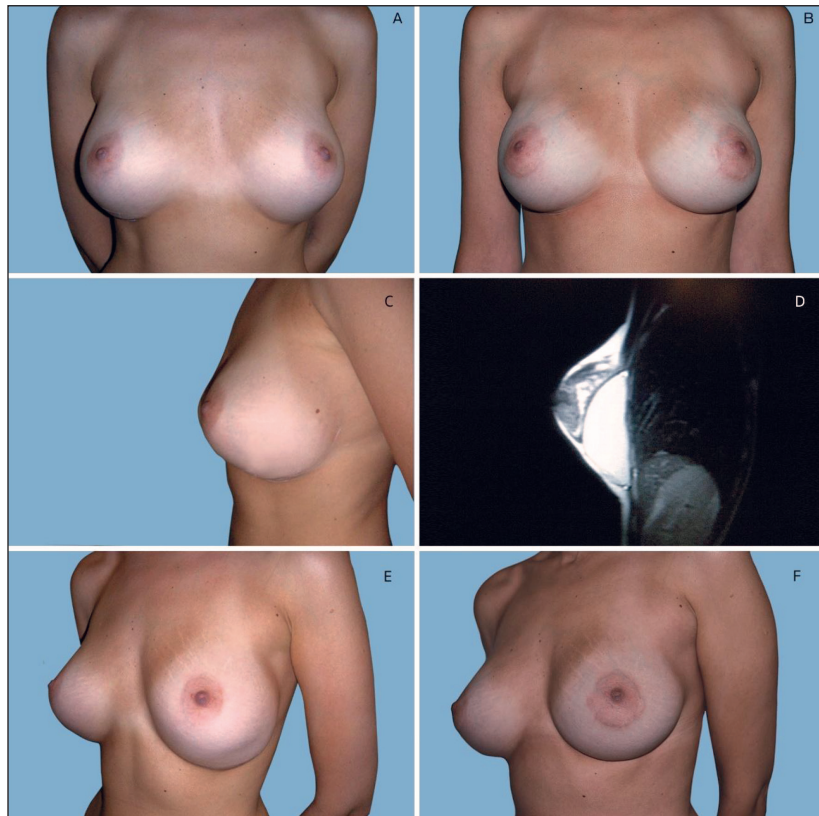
Deformidad en (*bottoming-out*-descenso inferior del implante). A-C-E. Preoperatorio: paciente de 29 años de edad con antecedente de colocación de implantes de 300 cc mediante abordaje inframamario con deformidad en cascada. B-F. Postoperatorio al año tras reemplazo con implantes de 275 cc en plano subfascial, con reconstrucción del SSM y capsulectomía anterior. D. Imagen de resonancia magnética que muestra el descenso del implante.
